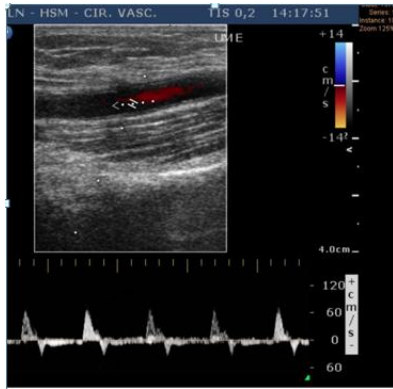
Avaliação hemodinâmica com Doppler pulsado da artéria umeral em mapeamento pré-operatório, demonstrando fluxo trifásico normal (Fonte: Laboratório de Eco-Doppler do Serviço de Cirurgia Vascular - CHLN).
